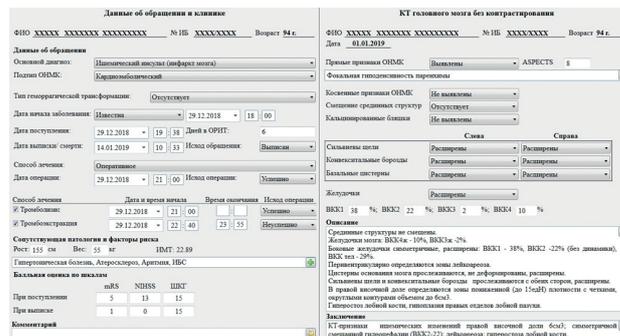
Вид экранных форм для внесения клинической информации и протокола КТ-исследования
